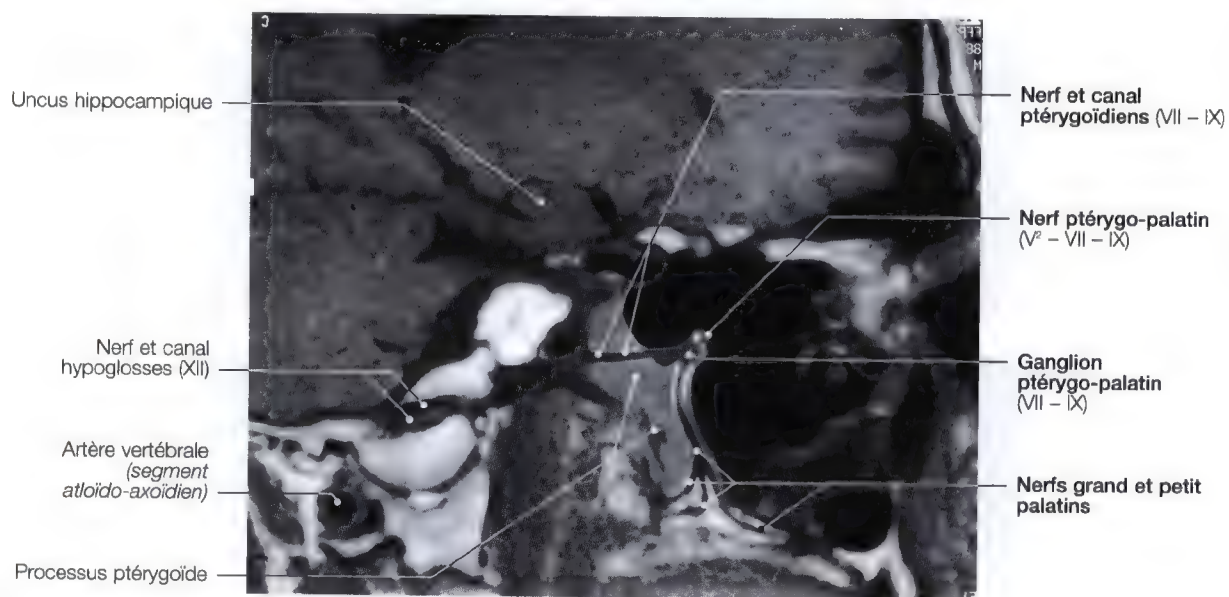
IRM en vue sagittale des nerfs ptérygoïdien et palatins
